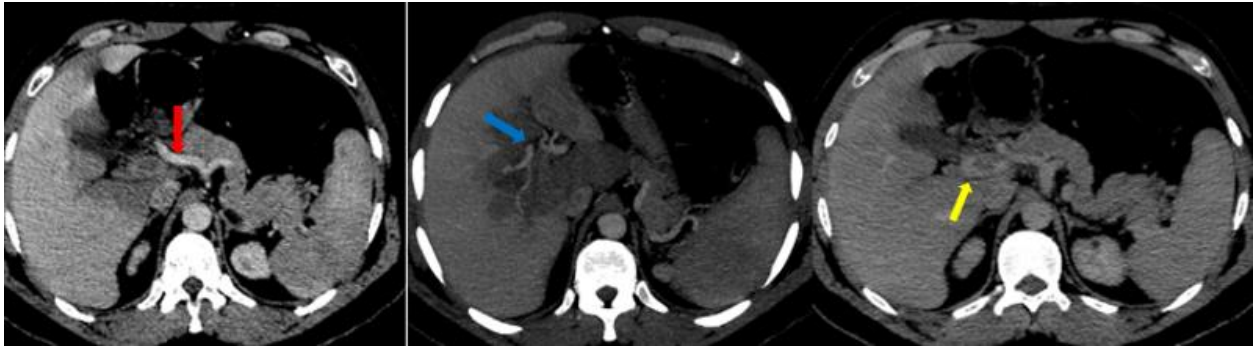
TDM abdominale en coupe axiales au temps artériel et portal passant par le pédicule hépatique chez un homme de 30 ans, consultant pour des douleurs abdominales objectivant une augmentation du calibre de l'artère hépatique commune (a) (fleche rouge) associée à une dilatation de ses branches intra hépatiques (b) (fleche bleue) en consequence à une thrombose porte aigue (flèche jaune).
